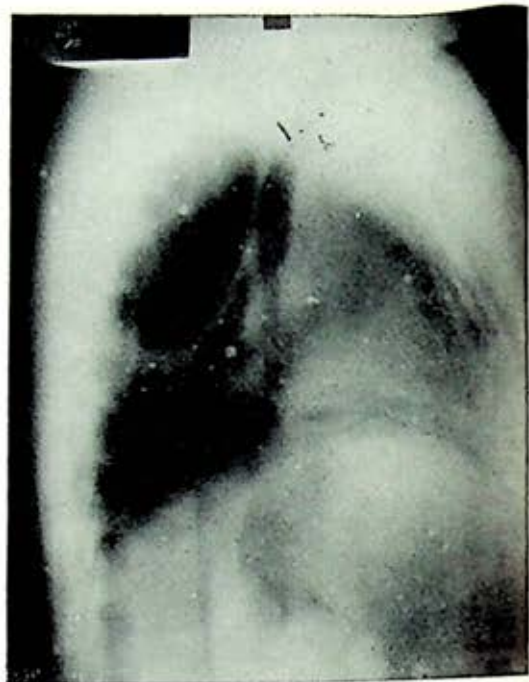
Tomografía lateral derecha. Obsérvese claramente la amplia zona de hiperclaridad.
